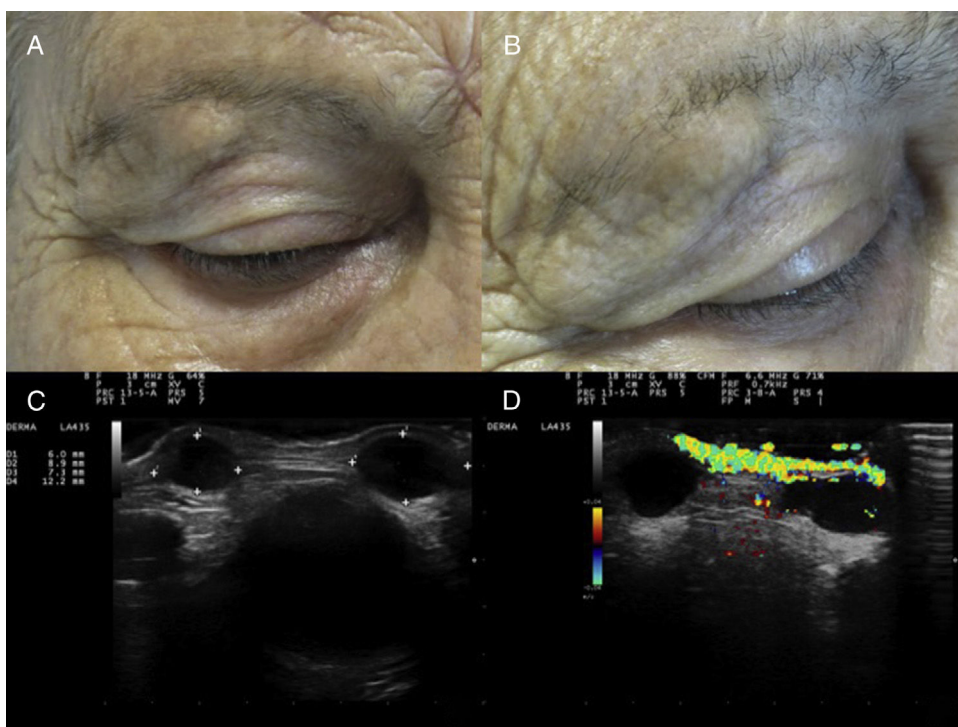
A y B) Dos nódulos en la ceja derecha, de 1 cm de diámetro y del color de la piel vecina, no dolorosos a la palpación, sin signos de flogosis asociados. C) Ecografía cutánea modo B (Esaote MyLab®25Gold, sonda de 18 MHz): dos imágenes redondeadas subdérmicas, hipo/anecoicas, bien delimitadas, con refuerzo posterior y sombras laterales. D) Ecografía cutánea modo Doppler color (Esaote MyLab®25Gold, sonda de 18 MHz): aumento de flujo perilesional.
